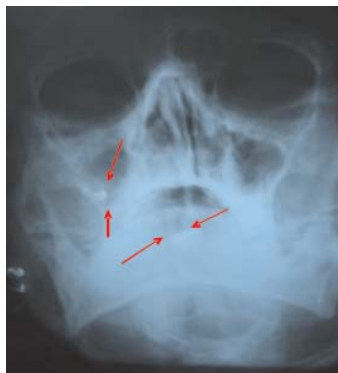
Radiografia de Waters inicial mostrando área radiopaca na região do assoalho bucal e no seio maxilar direito, conforme indicam as setas.
